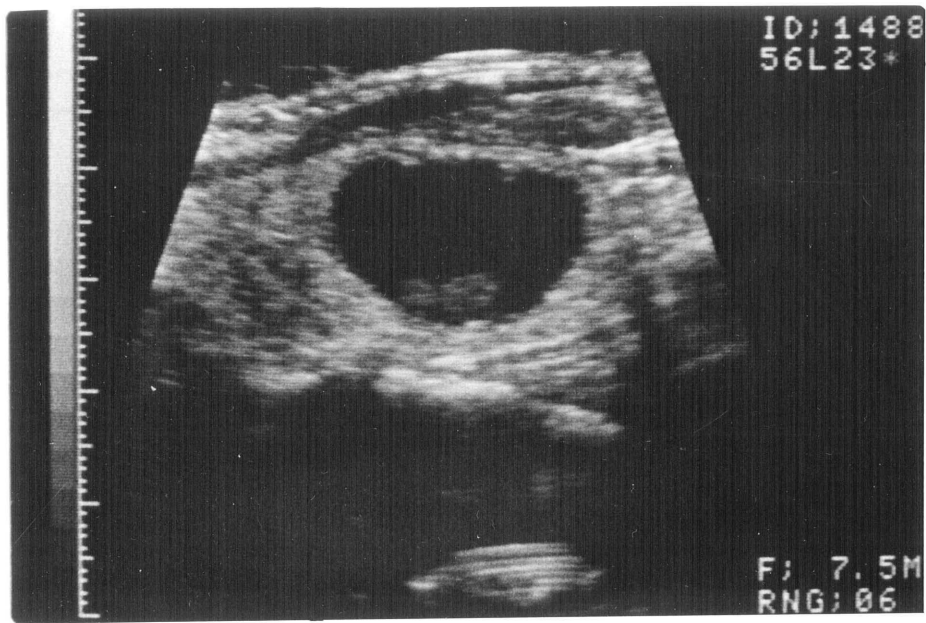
56才女性。左頸部腫瘍を主訴に来院。甲状腺左葉には1.5×2.3cmの大部分が嚢胞性の結節を認める。(上図) 充実性部分は均一で良性結節と診断されたが右葉の上極に1.0×0.7×1.0cmの微細な石灰化を伴う結節が認められ、悪性が疑われた。(下図) 触診では触れにくく、超音波誘導下穿刺吸引細胞診の結果はclass V、手術の結果、乳頭癌であった。
